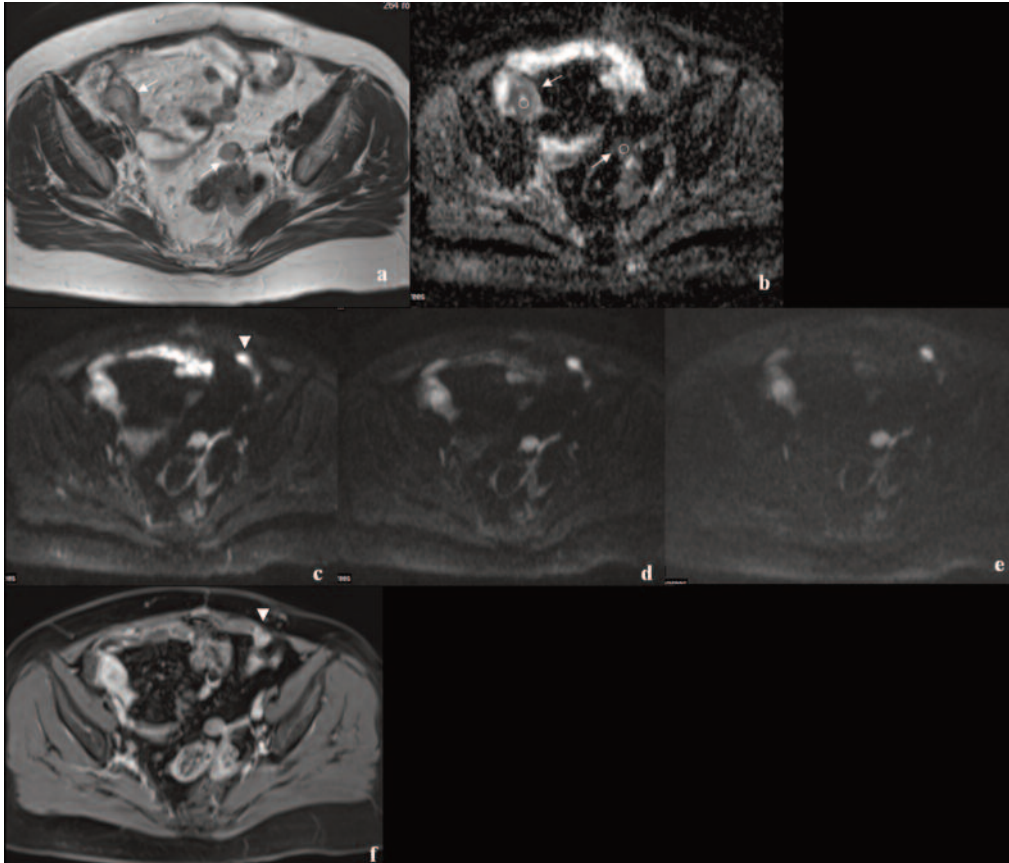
a, b, c, d, e, f Immagine acquisita sul piano assiale con sequenza Haste T2 (a). Mappa ACD (b) e sequenze DWI con b-value 40/400/800 (c, d, e) e VIBE dopo m.d.c. ev (f).
